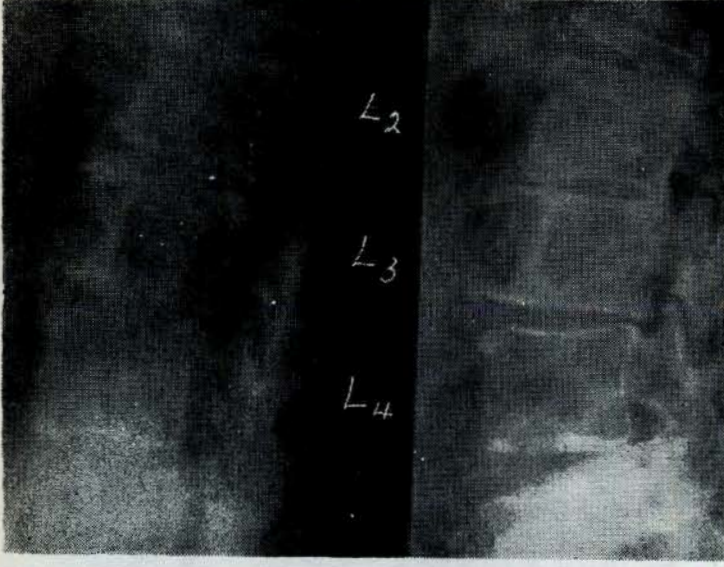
1 — Hastanın 25.6.64 te çekilen Röntgen grafisinde tümöre bağlı gölge açıklığı
